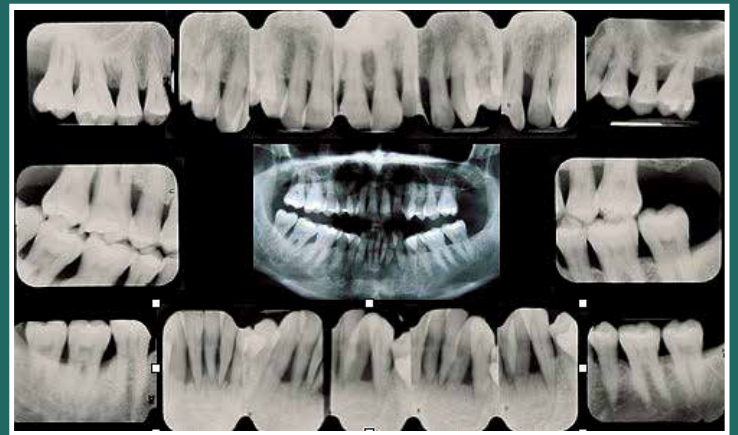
Serie periapical basal.
